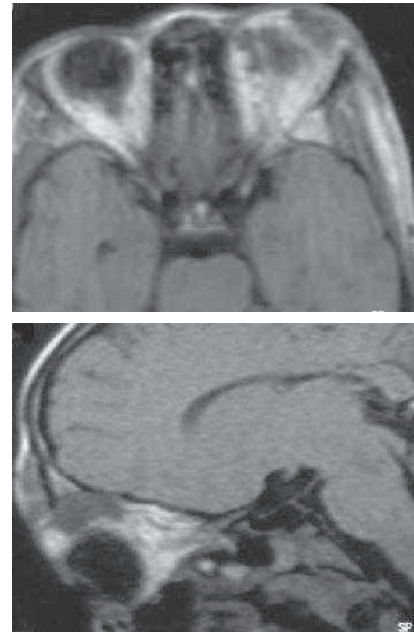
IRM en coupe axiale et sagittale. Hémangiome palpébrale à extension intra orbitaire gauche
